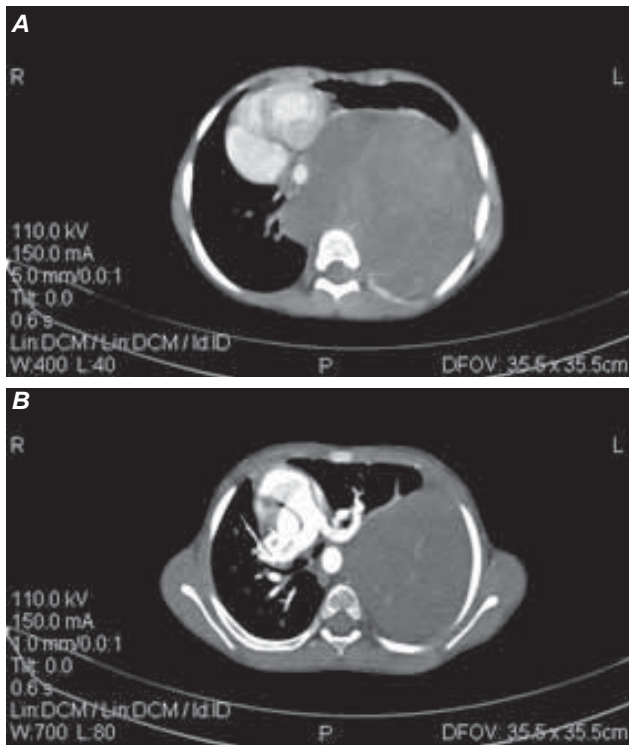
(A și B). Tomografie computerizată toracică
